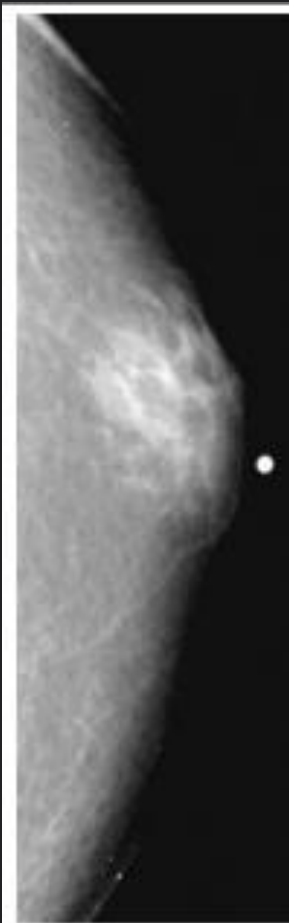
Early nodular gynecomastia. (a) Craniocaudal mammogram shows a nodular subareolar density. (b) Transverse US image shows the subareolar, fan-shaped, hypoechoic nodule surrounded by echogenic normal fatty tissue. (c) Color Doppler image shows hypervascular flow within the mass.
